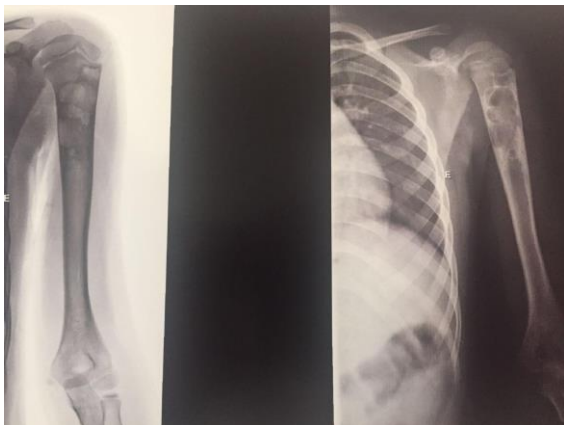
Radiografia do úmero esquerdo demonstrando preenchimento parcial demonstrando segurança na cura da lesão cística.
